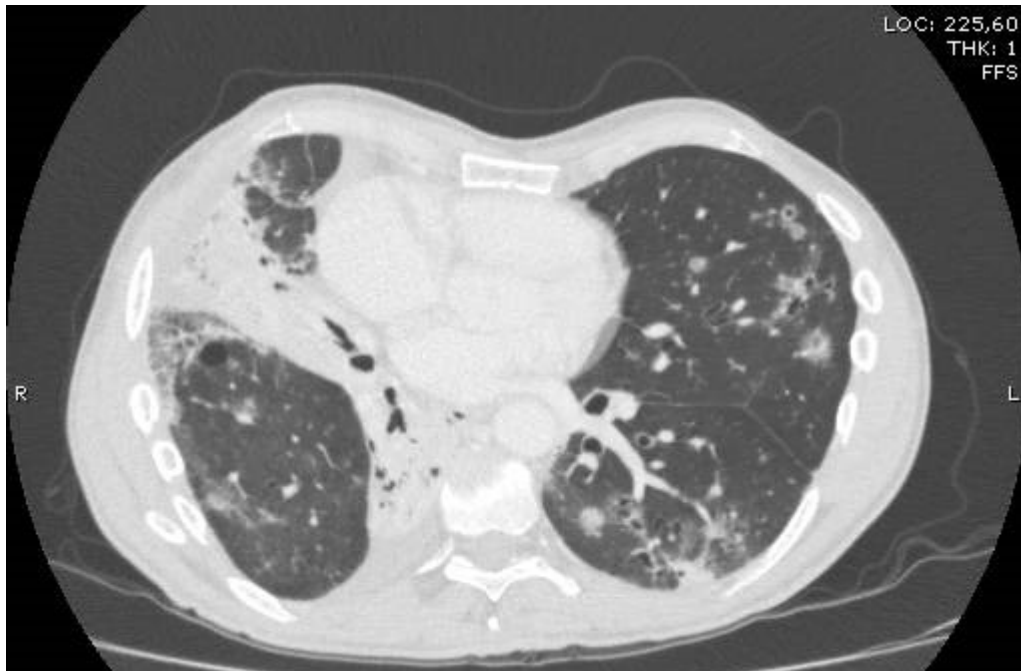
TC torace ad alta definizione. Rispetto all'esame precedente del '12, aumento del territorio polmonare interessato da bronchiectasie con comparsa di addensamenti polmonari bilaterali, in parte cavitati, maggiori a destra. Versamento pleurico bilaterale
